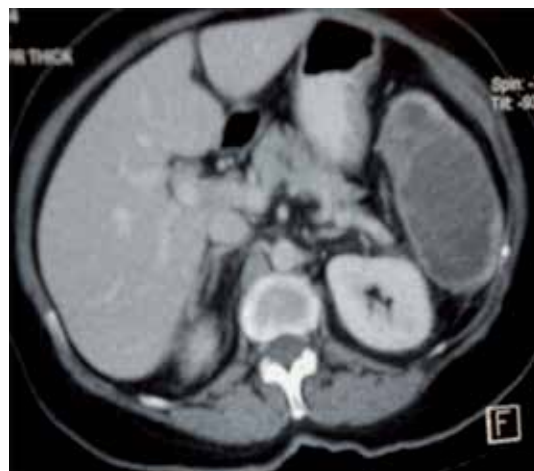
Tomografía computada donde se observa tumoración a nivel esplénico.
